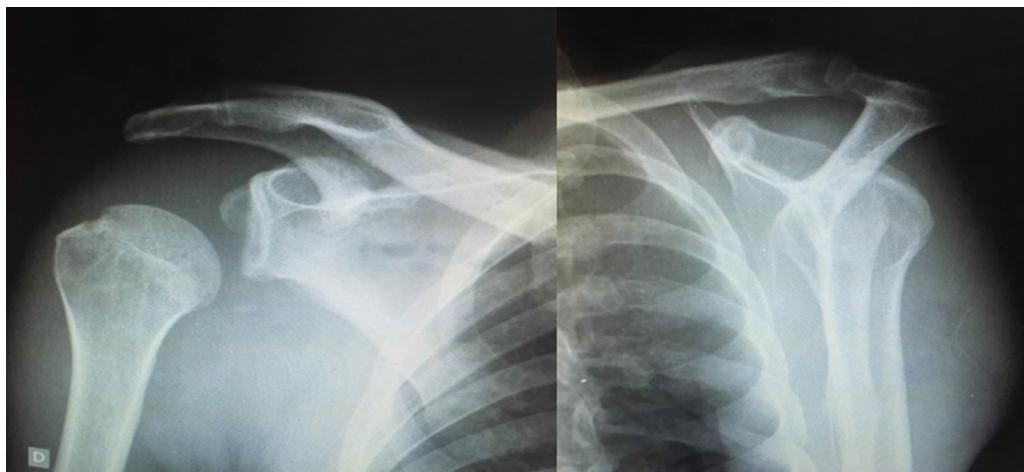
Imagem de radiografia do ombro direito em incidência anteroposterior e perfil de Neer que evidencia uma diástase da articulação glenoumral.
